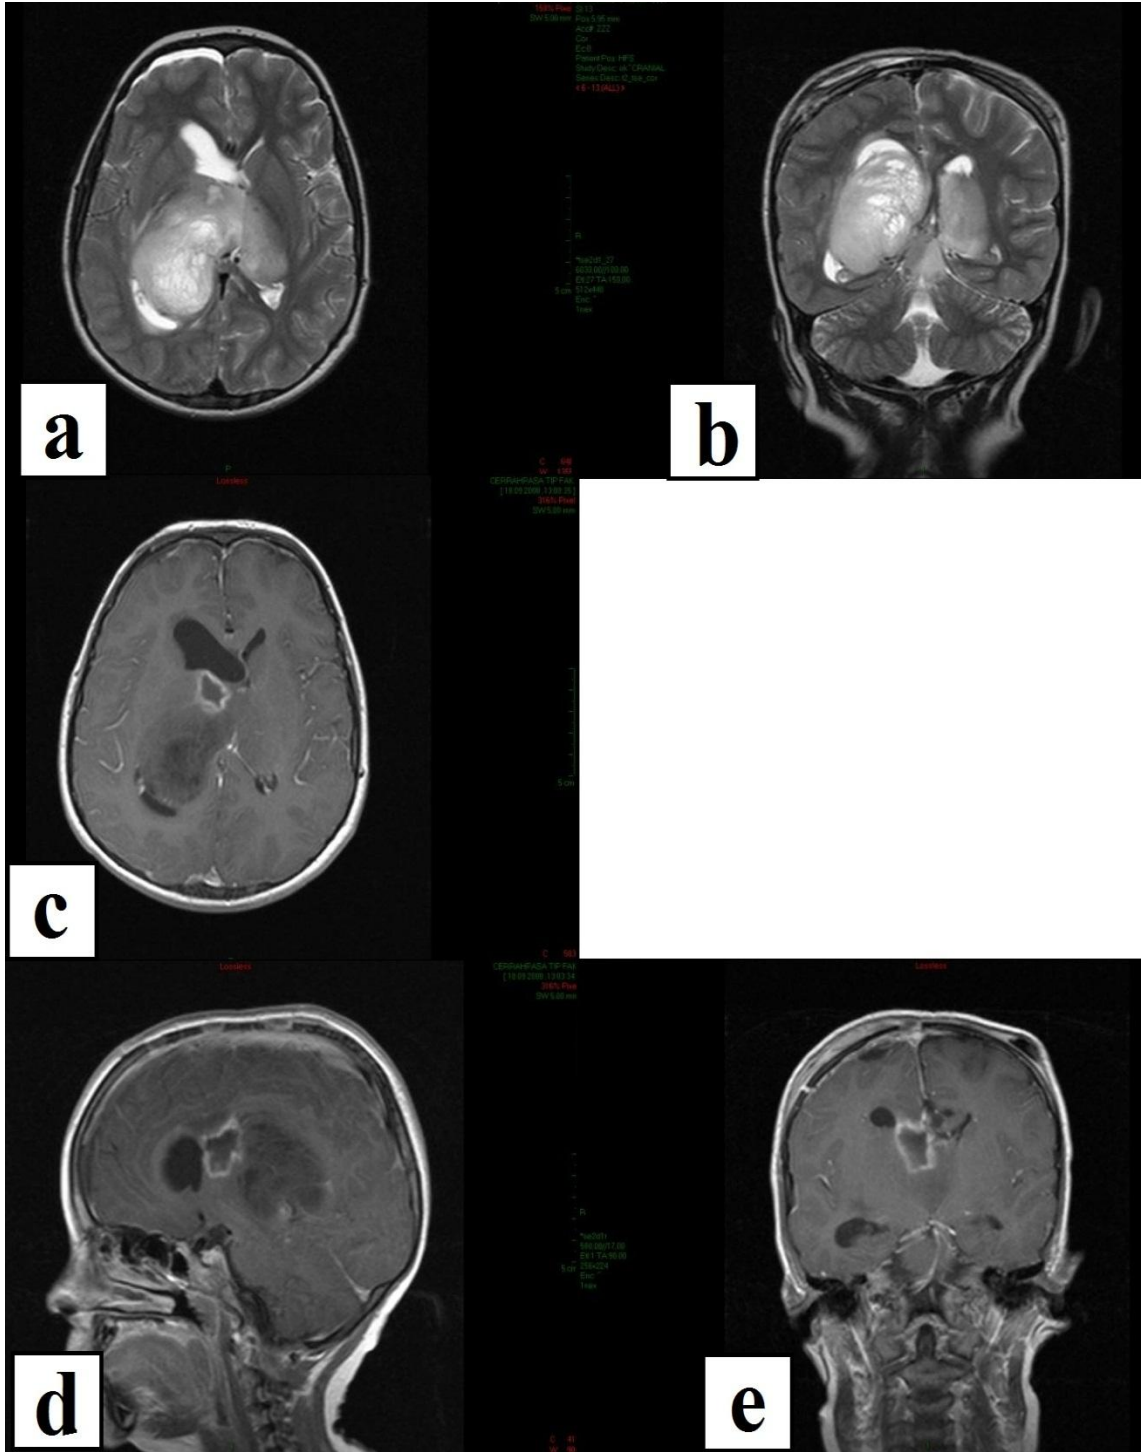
Astrositom (WHO II) MRG görüntüleri a.Aksiyel ve b. Koronal T2 ağırlıklı kesitler; Kontrastlı c.Aksiyel ve d. Koronal kesitler
